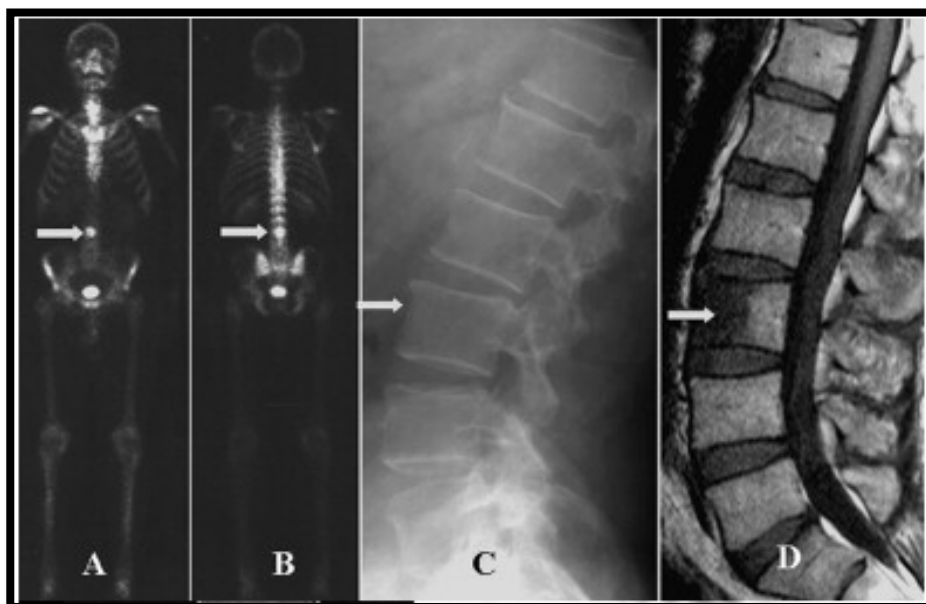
Discorde entre la scintigraphie osseuse (flèches, A et B) qui montre l'existence d'un foyer d'hyperfixation et la radiographie centrée (C) qui est normale. Métastase évidente à l'IRM (D).
